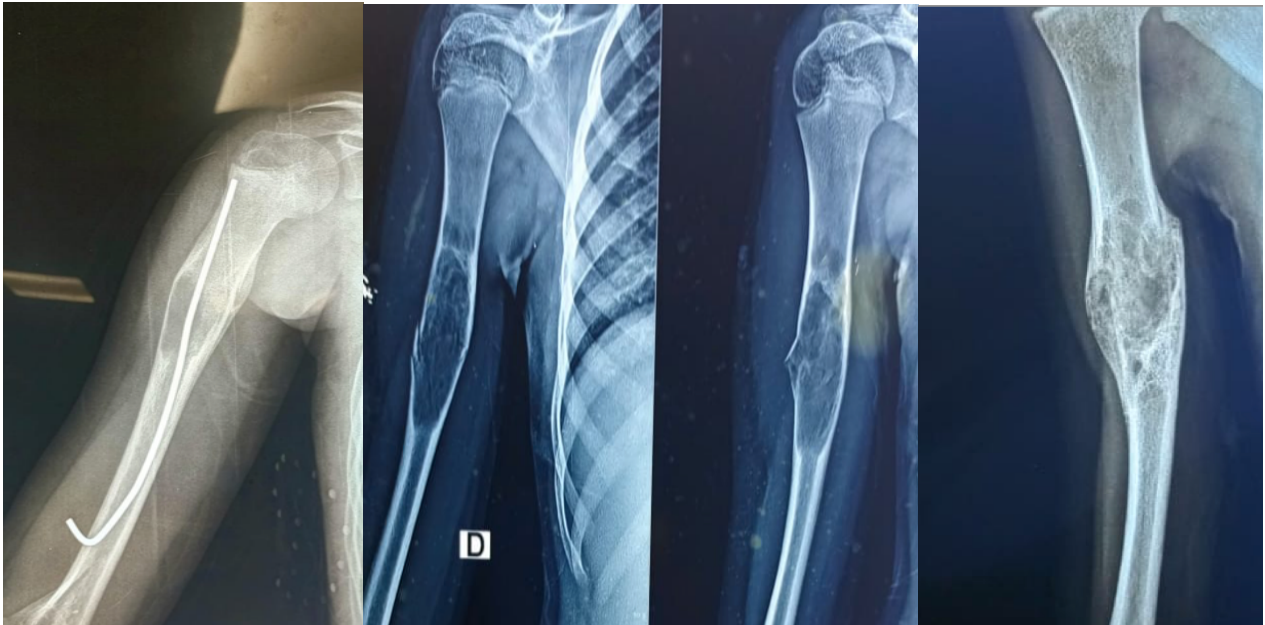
Radiographies successives montrant une fracture à l'âge de 10 ans, suivie d'une nouvelle fracture à 11 ans et de la consolidation osseuse.
